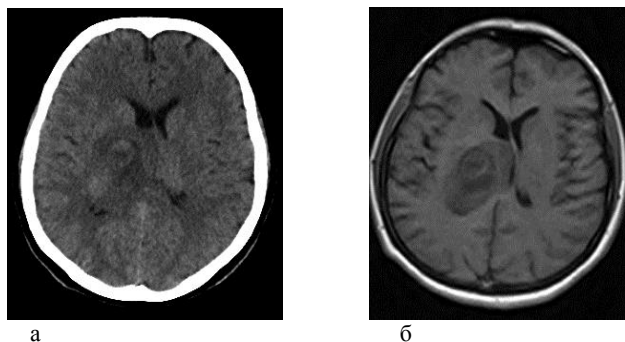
Томограми голови (астроцитома головного мозку): а – КТ; б – МРТ
